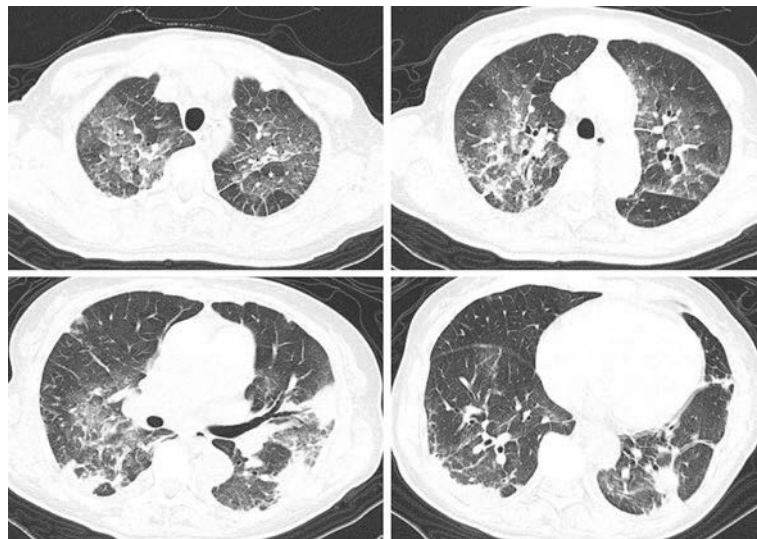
Chest CT shows ground grass opacities and interlobular septal thickening bilaterally in the upper lobes, infiltrates in the lingual segment and lower lobe of the left lung, and nodules in the lower lobe of the left lung.
